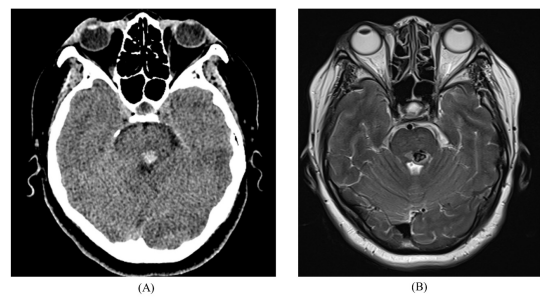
Brain CT, MRI of patient.
